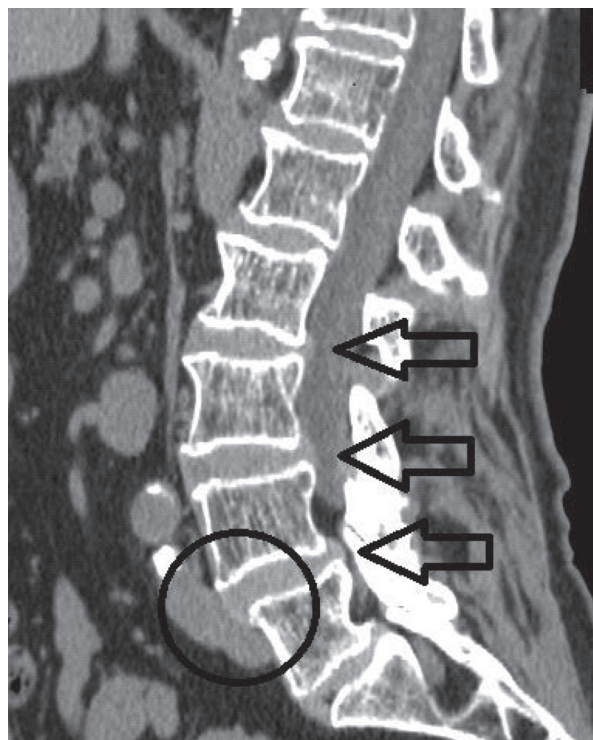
Стрелками показана протрузия диска L3–4 до 3–4 мм, деформирующая дуральный мешок; на уровне диска L4–5 на фоне дегенеративного выпячивания диска в заднебоковые отделы определяется парамедианная грыжа диска, вызывающая сужение позвоночного канала и межпозвоночных отверстий. Овалом обозначен антелистез L4
